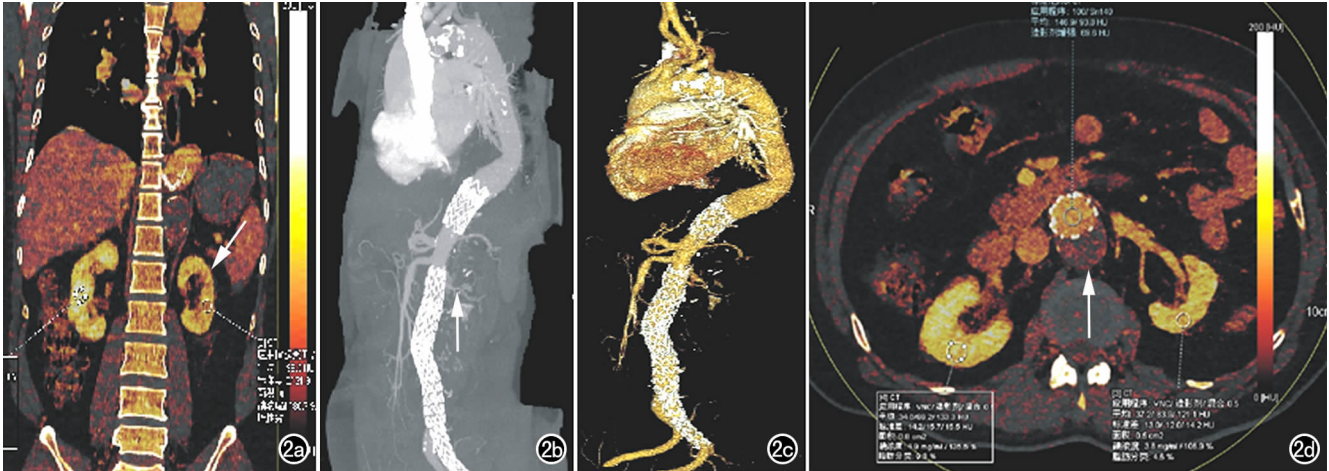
患者,男,61 岁,主动脉支架术后复查。a) 肾灌注碘图冠状面图像示左肾实质轻度萎缩,肾实质灌注不均匀、稀疏(箭); b) 主动脉 CTA 重建 MIP 图像示左肾动脉起始部显影淡(箭); c) 主动脉 CTA 重建 VR 图像; d) 肾灌注碘图轴面图像示腹主动脉壁内血肿(箭)。
